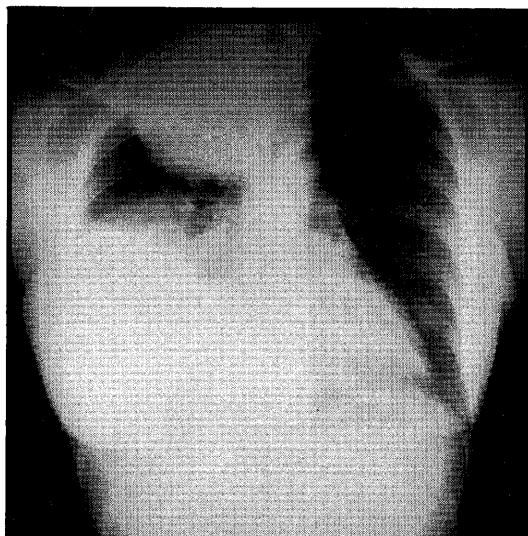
Plain X-ray film of the chest shows large mass shadow in the right upper pulmonary field. Prominent pulmonary effusion is also noted
